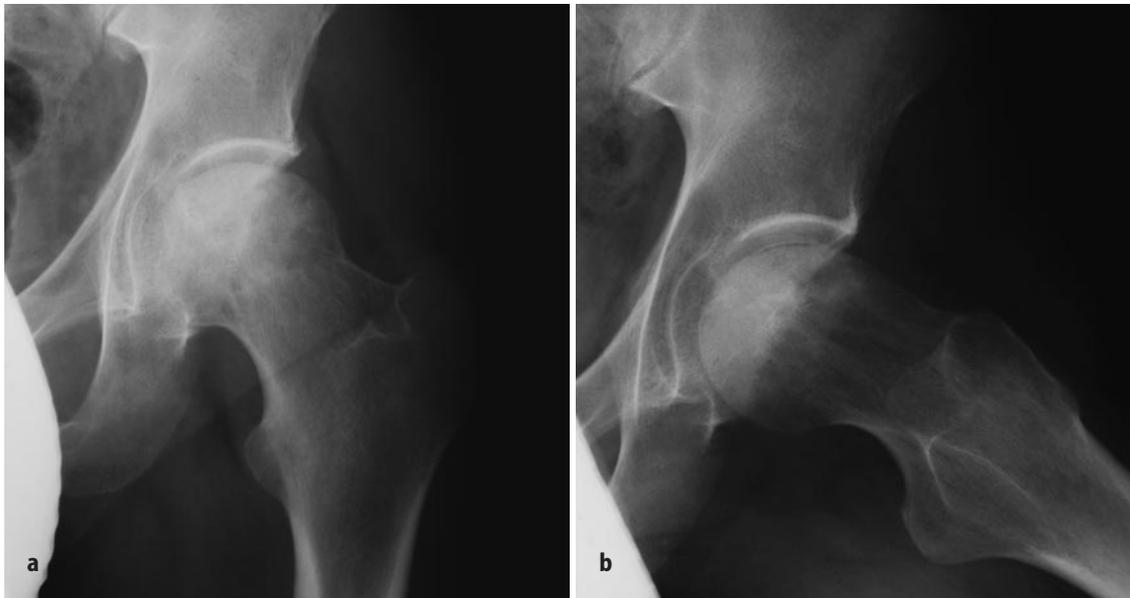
a, b ▲ Röntgenaufnahmen im a.-p.- (a) und axialen Strahlengang nach Lauenstein (b) einer nichttraumatischen HKN im röntgenologischen Stadium III bei einem 43-jährigen Mann mit belastungsabhängigen Schmerzen
